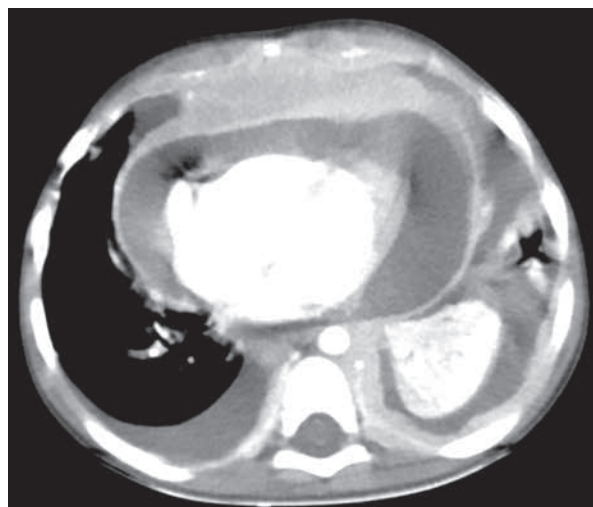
TC cervicotoracoabdominopélvica donde se aprecia gran masa mediastínica anterior sólida, con importante derrame pericárdico y pleural bilateral.
